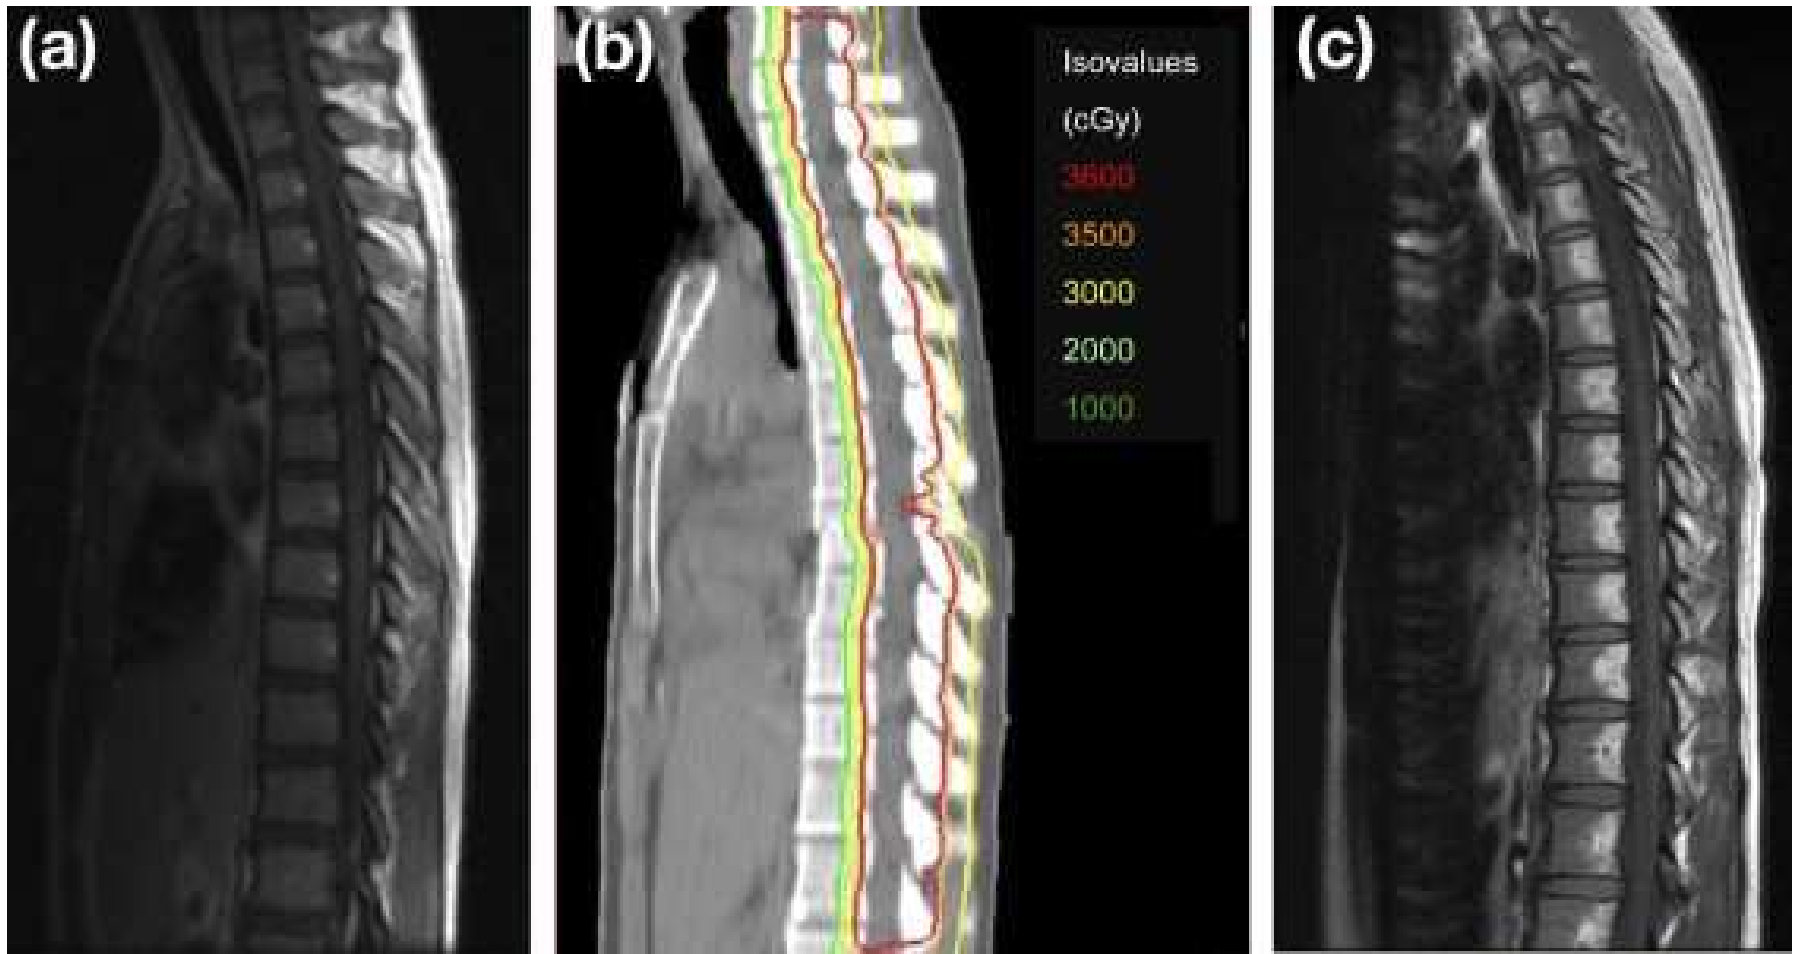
A 14-year-old girl with supratentorial primitive neuroectodermal tumor: craniospinal irradiation prescribed to the thecal sac and exiting nerve roots only. (a) T1-weighted magnetic resonance image 1 week before radiation treatment. (b) Computed tomography–proton radiotherapy treatment plan. (c) T1-weighted magnetic resonance image showing hyperintense fatty changes in posterior aspect of vertebral bodies 1 month after
